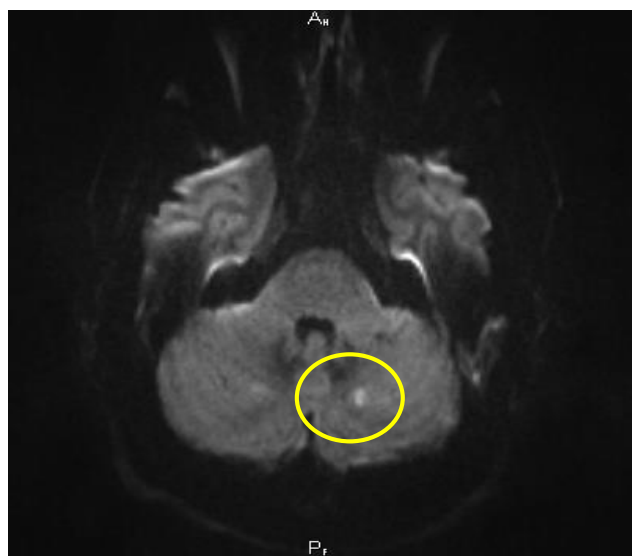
Пациентка К., 45 лет. Магнитно-резонансная томография. Инфаркт в правом полушарии мозжечка
